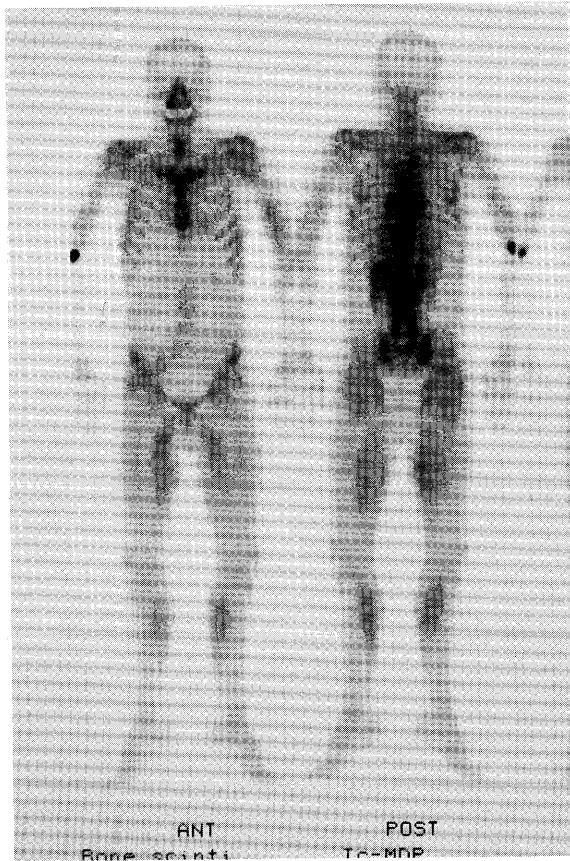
A bone scintigraphy shows extensive, symmetric abnormal accumulation in the muscles of back, hips and thighs, compatible with rhabdomyolysis.
